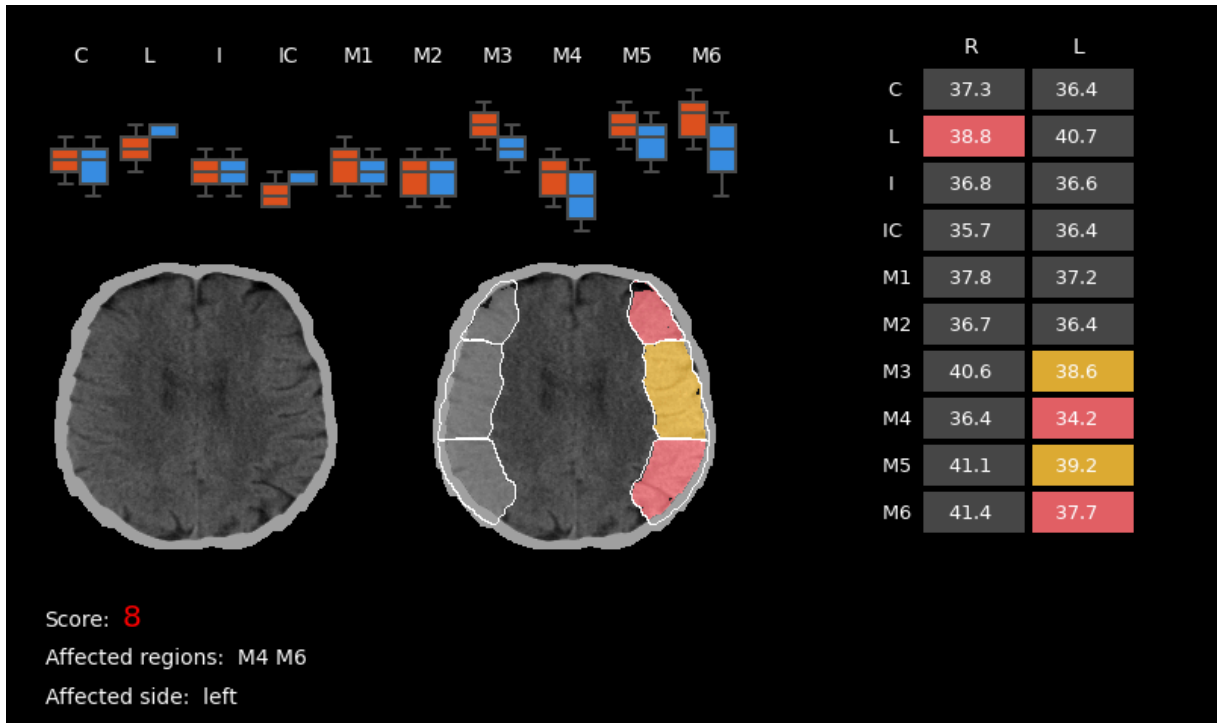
Esempio di output di StrokeViewer ASPECTS. Le regioni in giallo indicano quelle potenzialmente interessate (la cui differenza HU si avvicina alla soglia predefinita per essere considerate interessate), mentre quelle in rosso hanno una differenza HU superiore alla soglia e sono considerate interessate.
